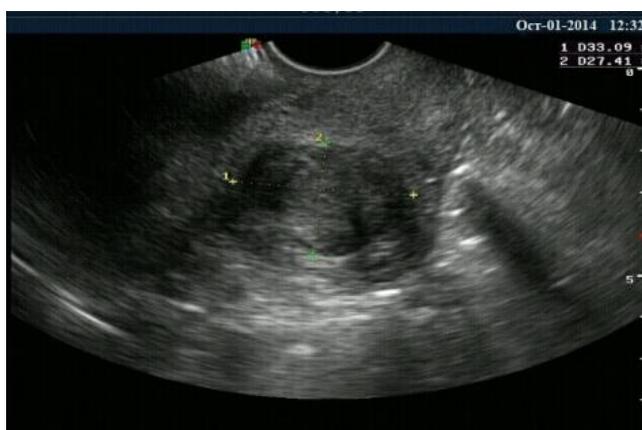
УЗИ органов малого таза до начала лечения
